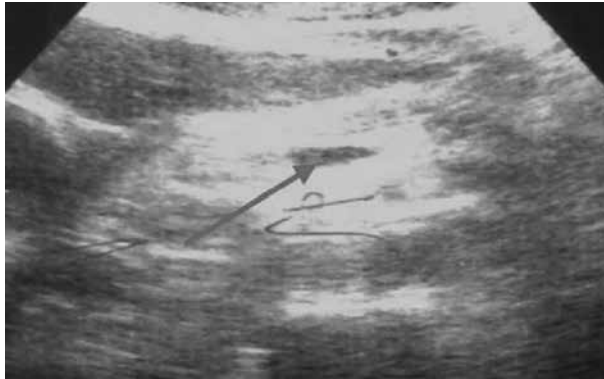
USG abdominală: cale biliară dilatată
